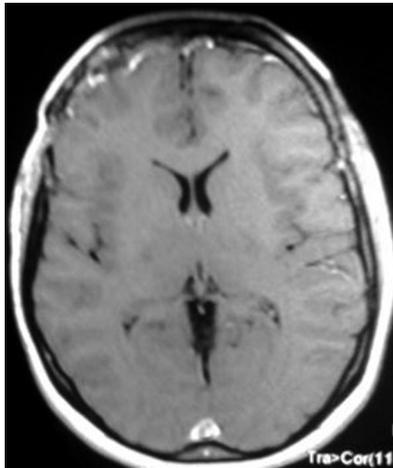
RM de encéfalo c/gadolinio control post-quirúrgica, axial
